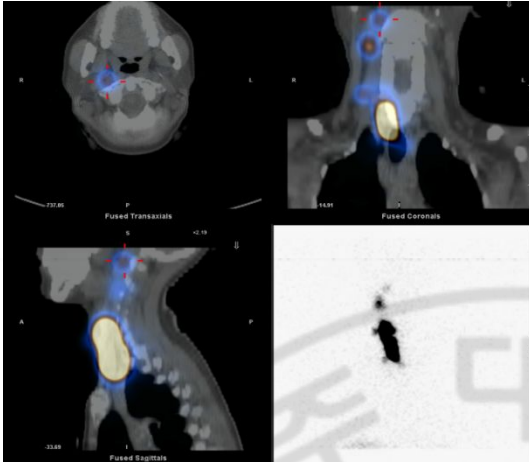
A. absent SLN on SPECT/CT and lymphoscintigraphy using centrally intratumoral injection
